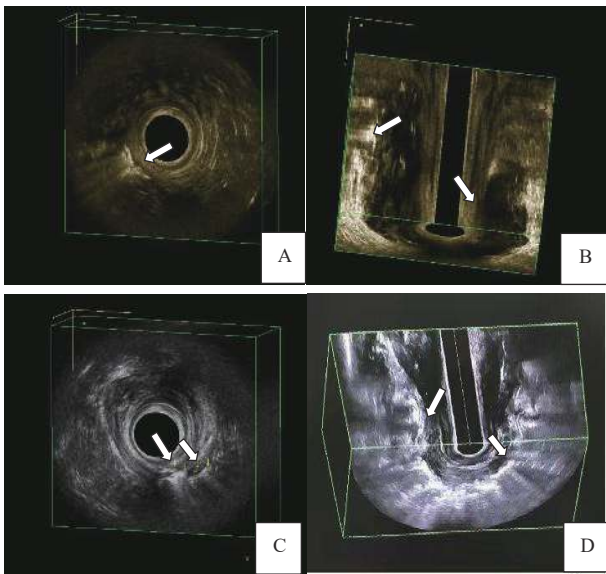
常规腔内超声与造影腔内超声诊断肛周坏死性筋膜炎各项指标的图像
